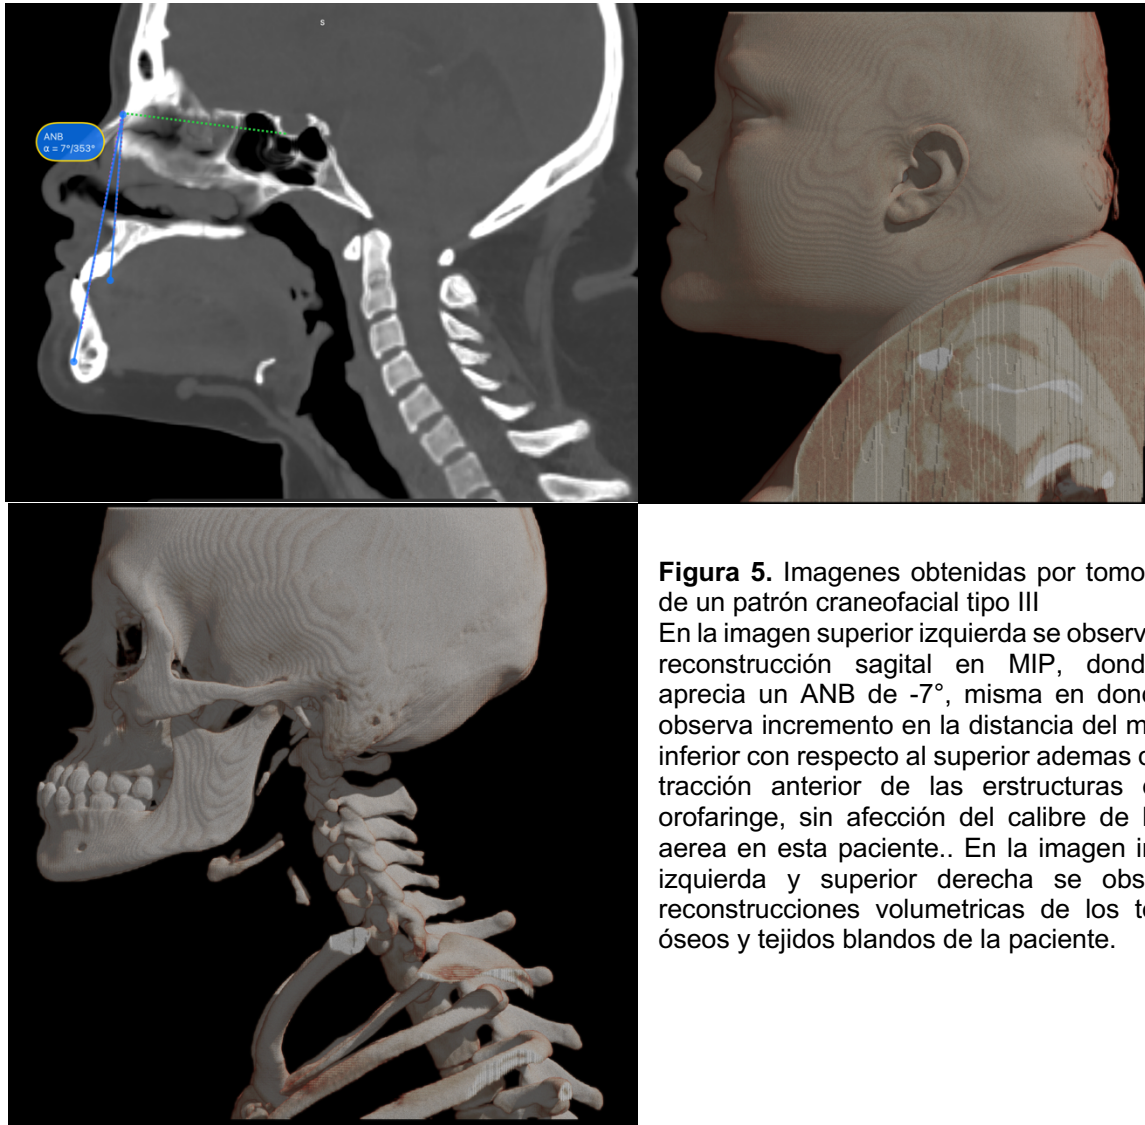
Imágenes obtenidas por tomografía de un patrón craneofacial tipo III
